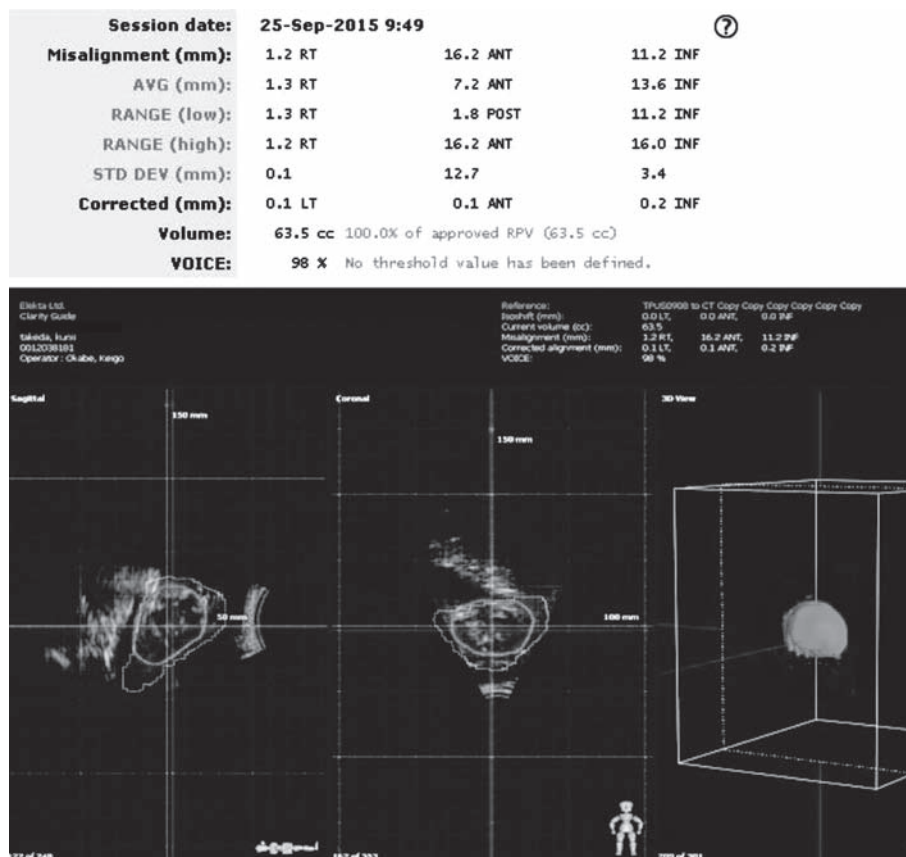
治療時の超音波画像の照合による前立腺の位置ずれの検出
